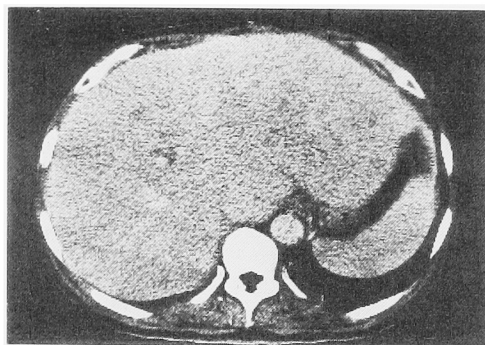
ray CT of the liver
